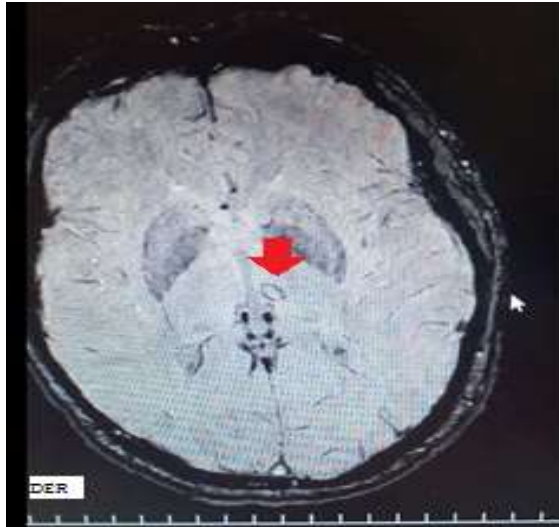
Estudio de IRM cerebral (1,5T), corte axial; postoperatorio.
